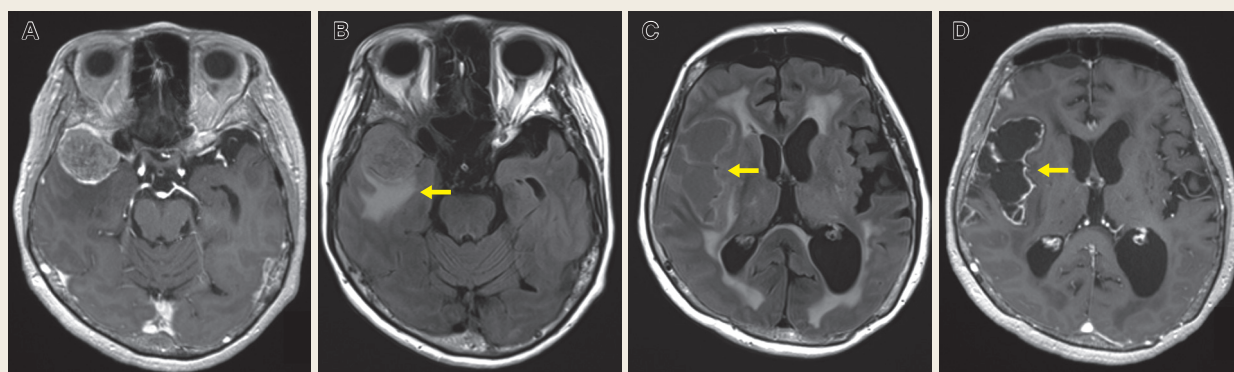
Axial plane MRI scans at 3 months post-irradiation
